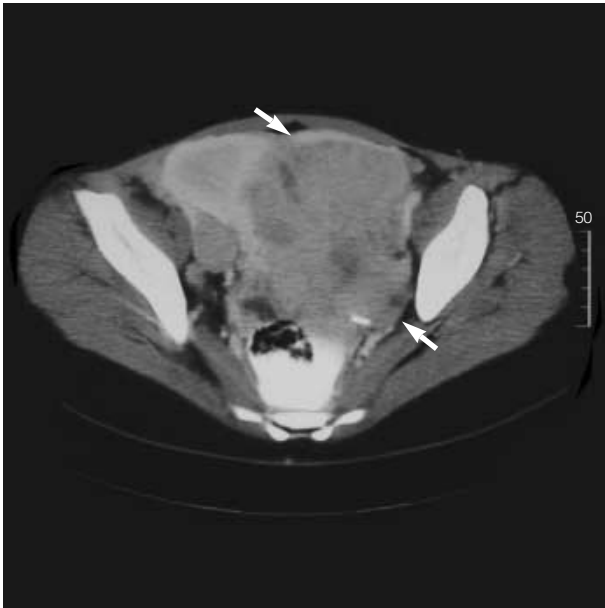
Pelvic CT shows multiple ill-defined heterogenous nodular masses (arrows) in pelvic cavity.
